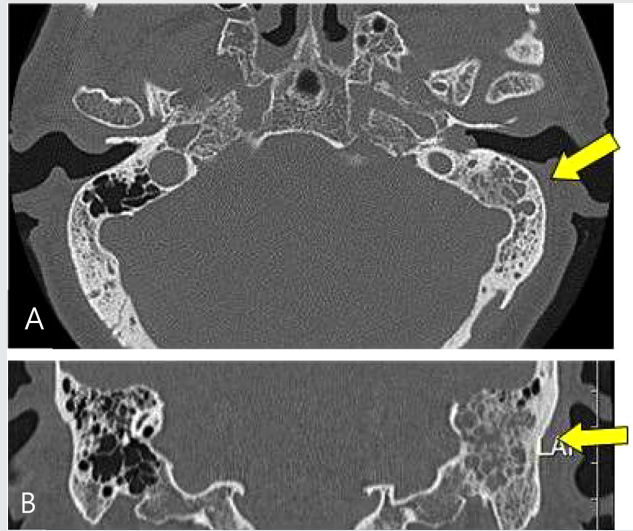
Temporal bone CT image. (A) Axial view of TBCT. (B) Coronal view of TBCT. TBCT image shows effusion in the left mastoid air cell (A,B yellow arrow).
